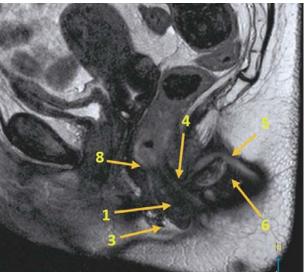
Пациентка А., 42 года, диагноз: задний экстрасфинктерный свищ. Выполнено 3D ЭРУЗИ (A) и МРТ (Б), сагиттальная проекция на уровне внутреннего свищевого отверстия. 1 — внутренний сфинктер, 2 — эпителий — подэпителиальная выстилка, 3 — наружный сфинктер, 4 — внутреннее свщевое отверстие, 5 — ход экстрасфинктерного свища, 6 — воспалительно измененная ишиоанальная клетчатка по ходу свища, 7 — продольная мышца, 8 — стенка нижнеампулярного отдела прямой кишки. Fig. 1. Patient A., 42 yo, diagnosis: posterior extrasphincteric fistula. 3D TRUS (A) and MRI (Б) sagittal projection at inner fistula. 1 — internal sphincter, 2 — epithelial/subepithelial lining, 3 — external sphincter, 4 — internal fistulous opening, 5 — extrasphincteric fistulous tract, 6 — inflammatory ischioanal tissue along fistulous tract, 7 — longitudinal muscle, 8 — lower ampullary rectal wall.
